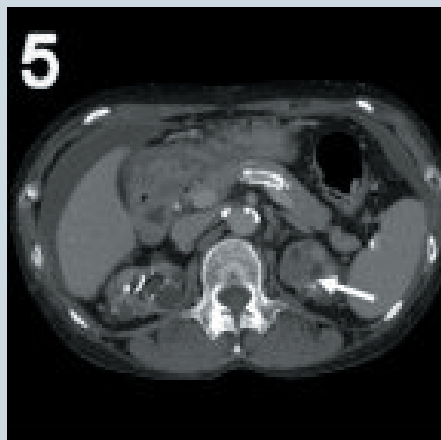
При объединении изображений с контрастным усилением и «нативных» изображений, полученных методом Двух энергий, в пропорции 50/50 показало, что область высокой плотности в левой почке не накапливает рентгенконтрастное вещество (стрелка)
